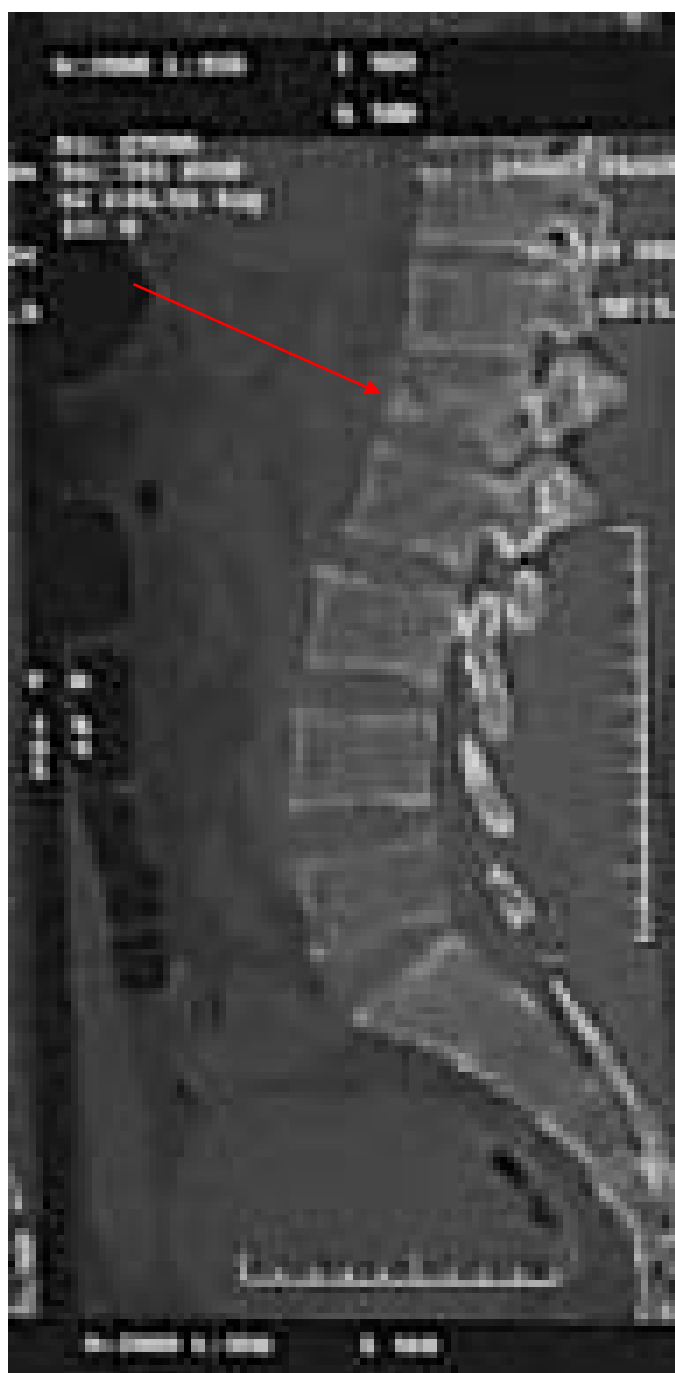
TDM préopératoire en coupe sagittale et fenêtre osseuse du rachis dorsolombaire montrant une fracture tassement du corps vertébral de L 1 avec recul du mur postérieur.
